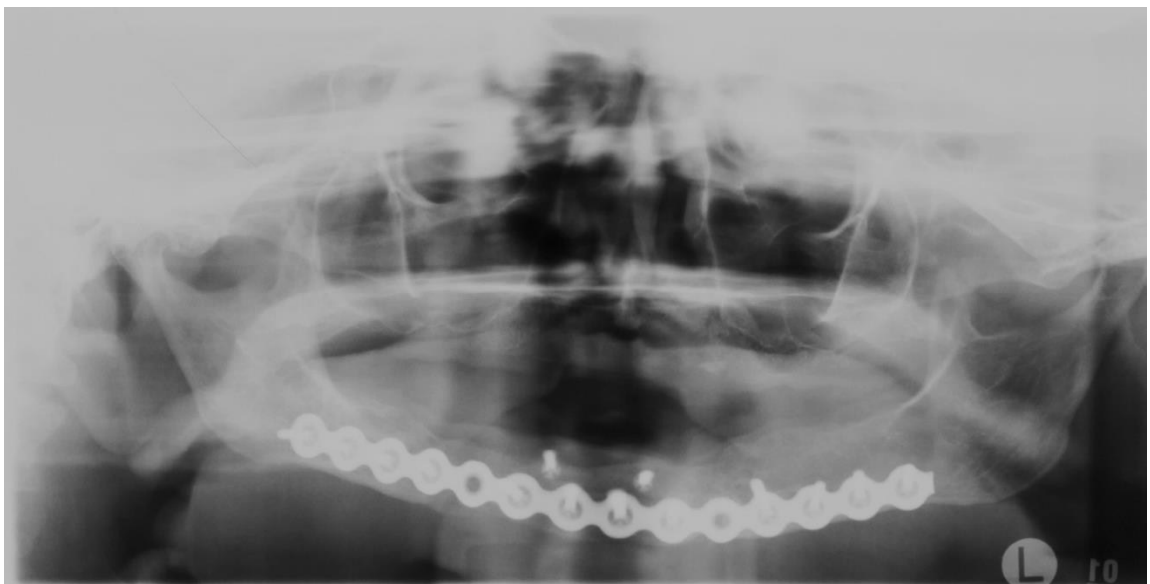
Röntgenbild eines Patienten mit Kontinuitätsresektion der Mandibula und Ersatz durch ein freies Beckenkammtransplantat mit Einbau einer Rekonstruktionsplatte (MKG UKD)
